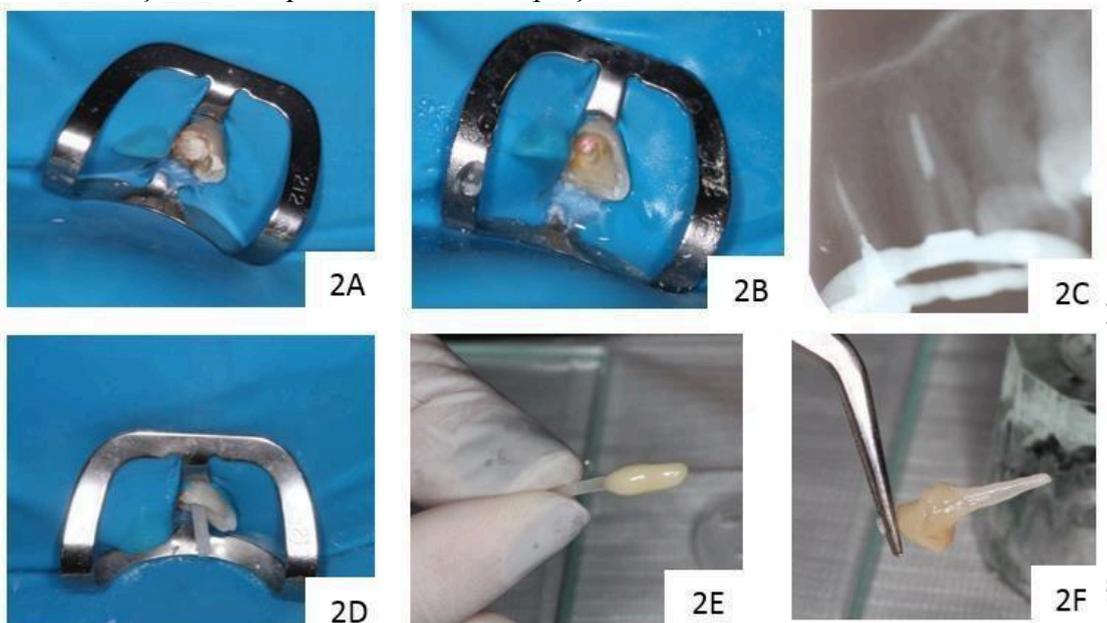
Aspecto inicial do caso. Observa-se que o elemento dental não possuía muito remanescente coronário; B- Acesso sendo realizado e remoção da guta percha até o limite determinado; C- Radiografia periapical do material obturador que deve permanecer no conduto; D- Pino fibra de vidro pré-fabricado posicionado no canal radicular; E- Acomodação da resina composta no pino para posterior modelagem do conduto; F- Modelagem do pino anatomizado concluído. Fonte: Autoria própria.
